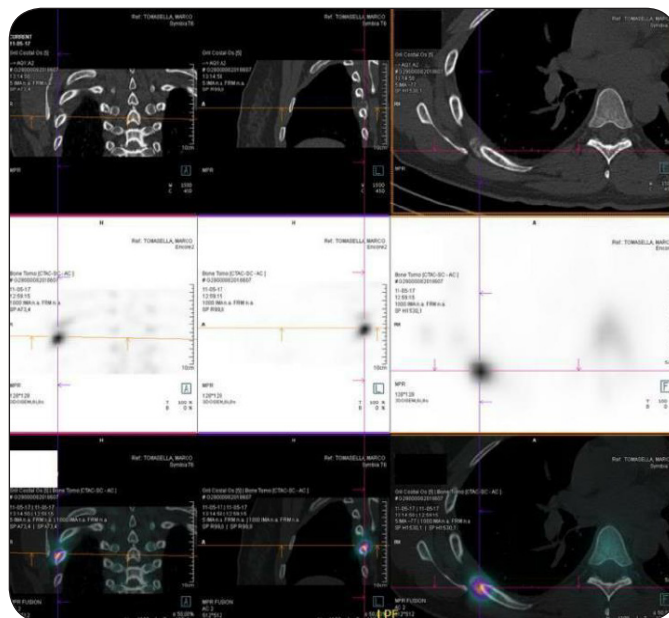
Scintigraphie osseuse en mode 3 temps SPECT-CT : calcification circonférentielle ovale au contact de la face supérieure de la 6e côte droite, d'allure bénigne : myosite ossifiante versus hématome en voie de calcification ?
